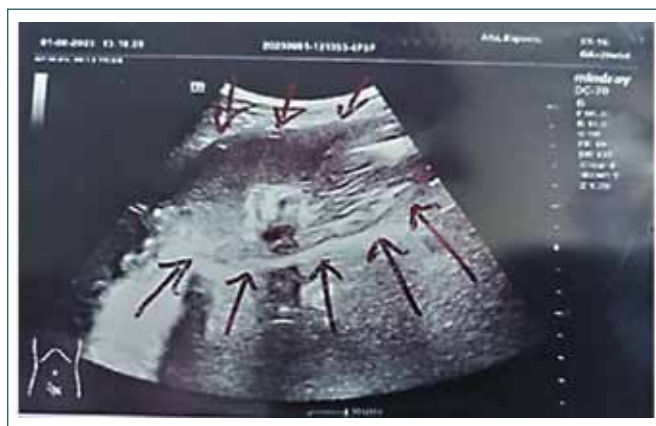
УЗИ картина: визуализируется осумкованное жидкостное образование, также гиперэхогенная структура с акустической тенью (указано стрелками)
